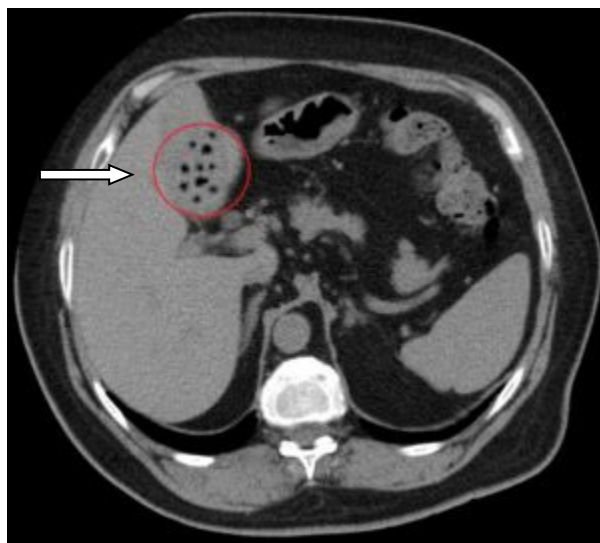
КТ: Калькульозний холецистит
